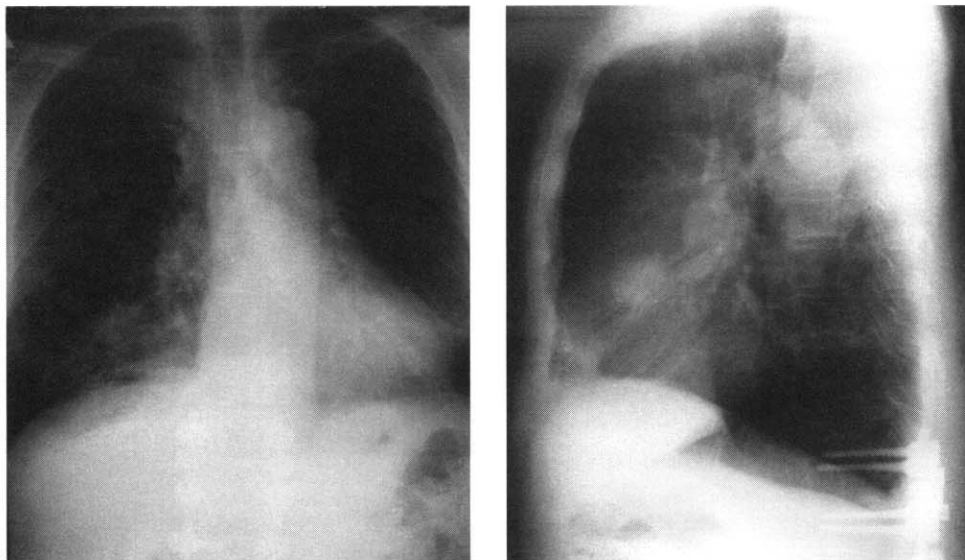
Chest radiograph shows a mass in the right middle lobe.
